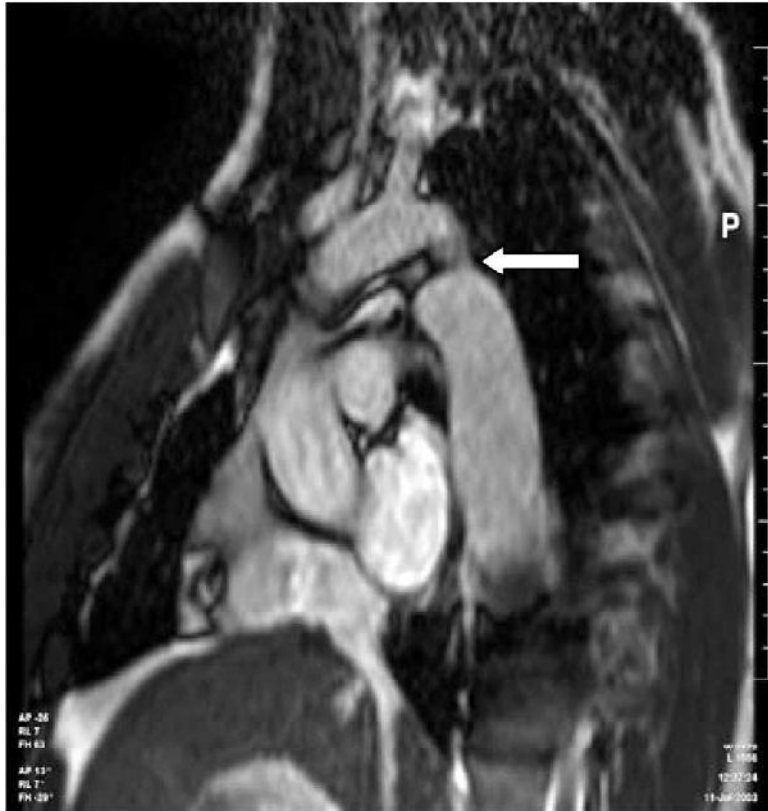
Image d'une coarctation de l'aorte en IRM
